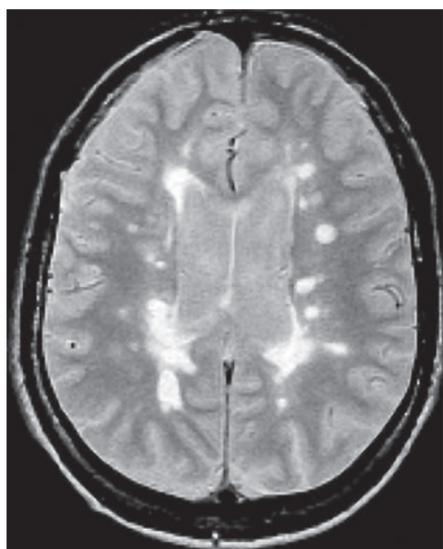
МРТ головного мозку, перивентрикулярні вогнища демієлінізації
